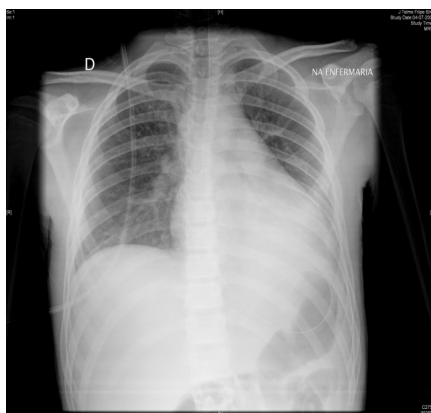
• Radiografia torácica realizada em D4 de internamento, assintomático
